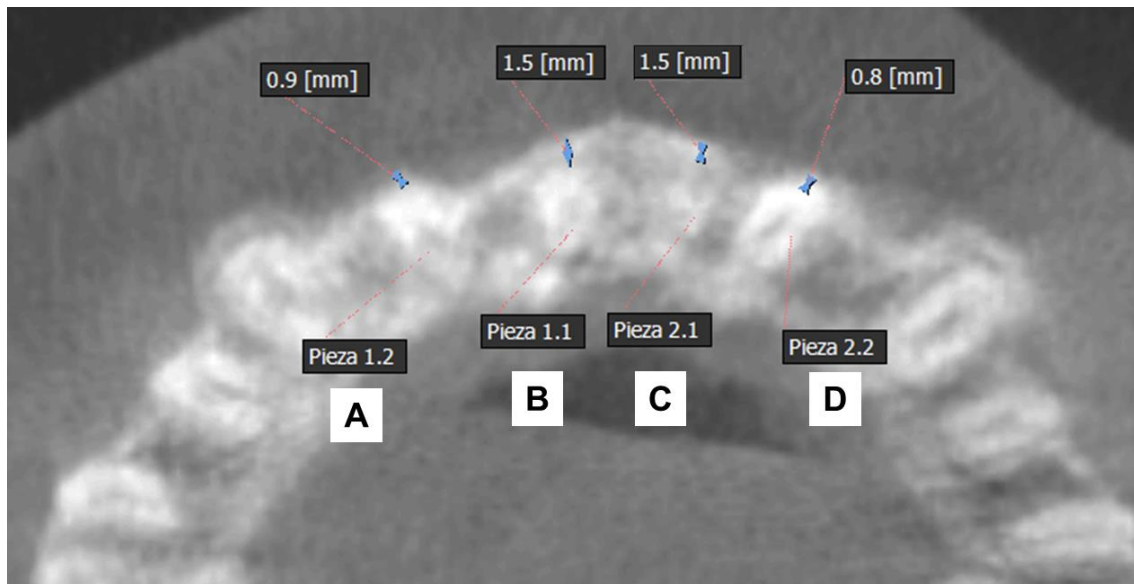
Tomografía Cone Beam – vista axial: Grosor de lámina ósea formada sobre los ápices radiculares A. Pieza 1.2: 0.9mm B. Pieza 1.1: 1.5mm C. Pieza 2.1: 1.5mm D. Pieza 2.2: -0.8mm
